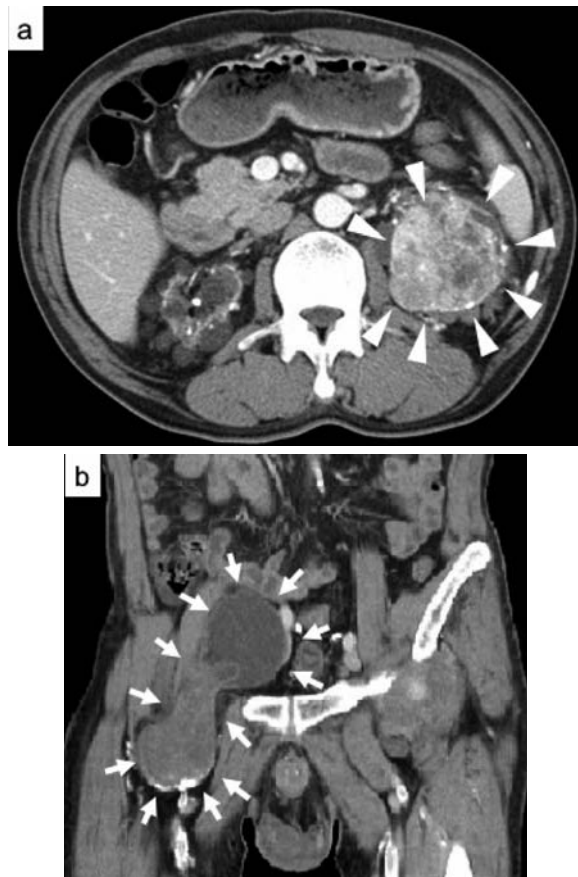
Abdominal enhanced CT scan revealed a left renal tumor (a, arrowheads) and a pelvic mass consisting of cystic and solid parts (b, arrows).
